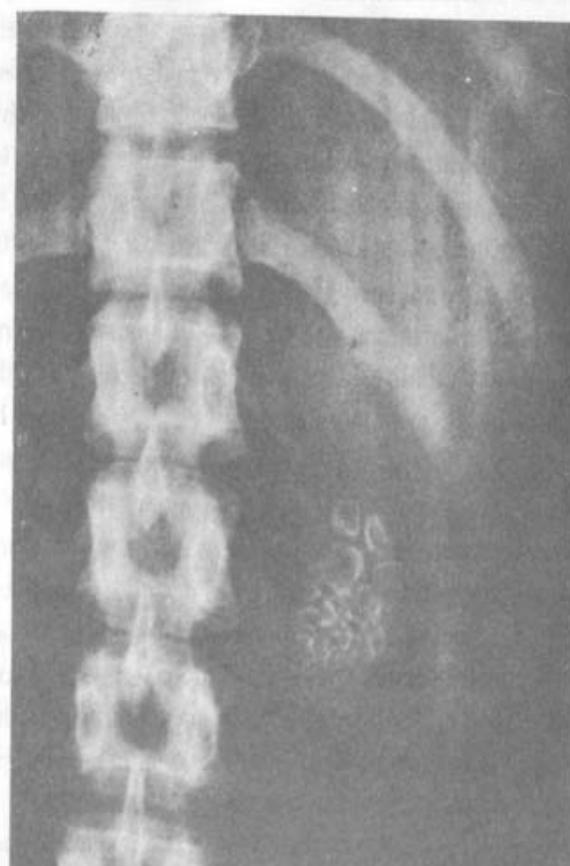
Straight X-ray showing typical multiple mixed stones in the gallbladder.
